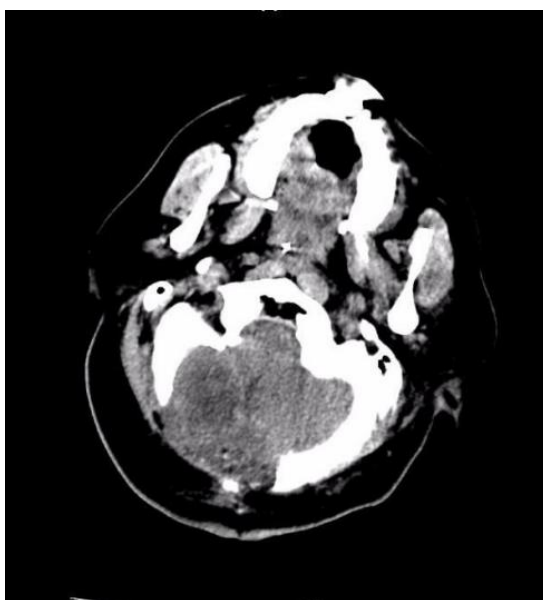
CT reexamination of the patient for CSF leakage
